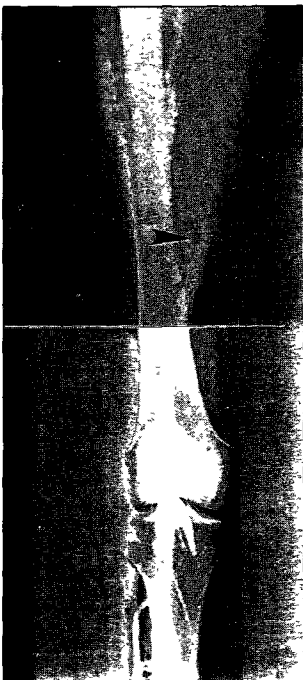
Posterior view of contrast X-ray venography of lt. thigh and popliteal region for Behcet's syndrome, depicts occlusion of lt. superficial femoral vein at the mid-portion of thigh (arrow head indicates the point of occlusion)
